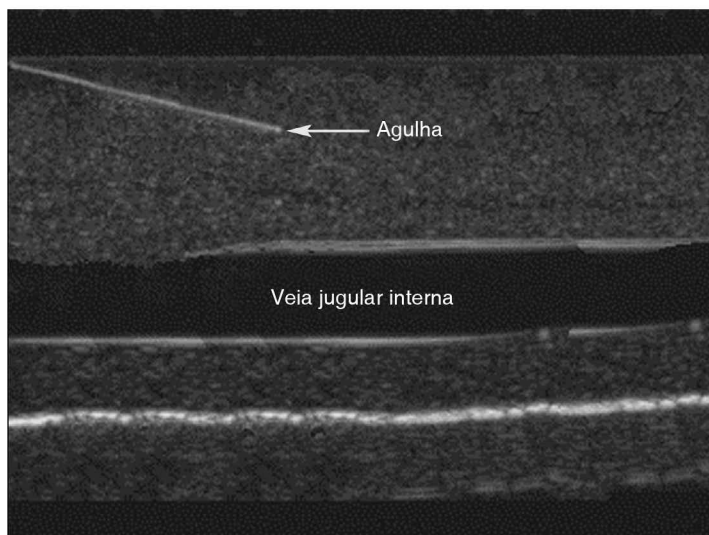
Imagem de ultrassonografia mostrando uma incidência longitudinal da veia jugular interna, com uma agulha visível avançando em direção à veia. (Imagem melhorada digitalmente.) Da Referência 12.
